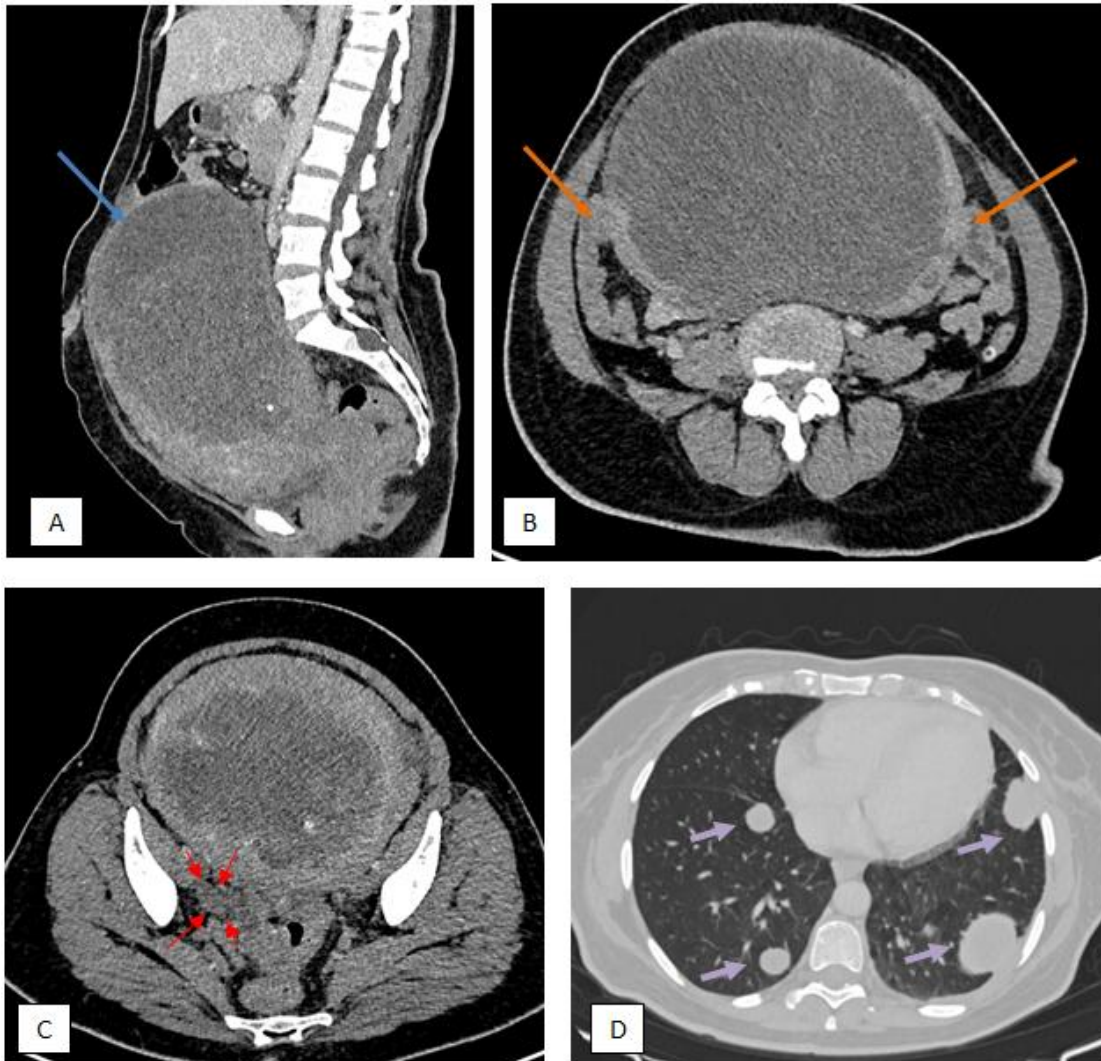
Aspect TDM d'un léiomyosarcome : cas n° 5 : TDM thoraco-abdomino-pelvienne après injection de produit de contraste. Coupes axiales (B, C, D), et reconstructions coronales (A) : Individualisation d'une masse utérine corporéo-fundique postérieure, mesurant 19 x 13 cm, hétérogène, au contact de la séreuse (↗), qui est épaissi. Elle vient au contact de quelques anses grêliques (↘). ADP iliaques droites (↖) mesurant 13 mm de petit axe. Les bases pulmonaires sont le siège de localisations secondaires (↙), mesurant pour la plus grande 6 cm au niveau du lobe inférieur gauche.
